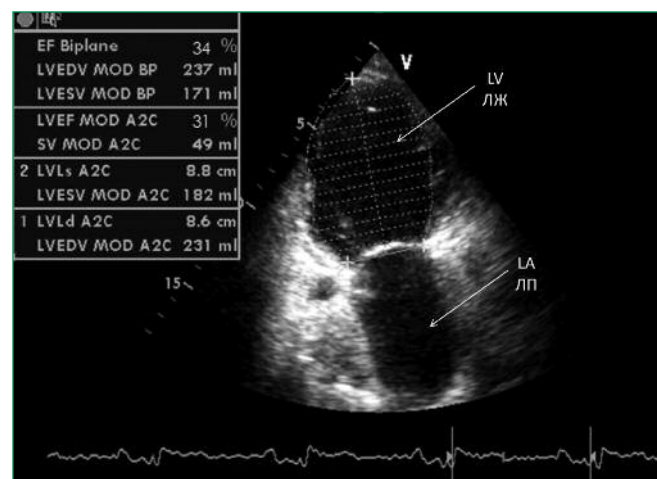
Echocardiogram of the patient K.
